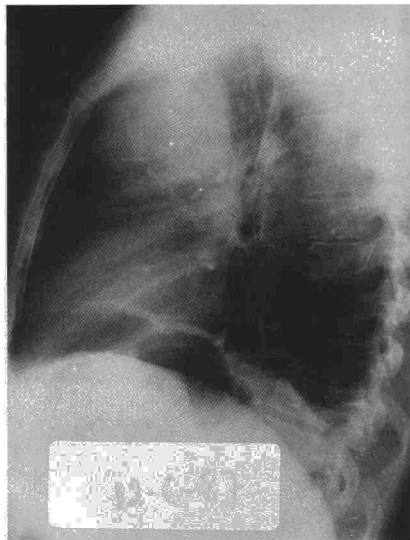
Radiografía posteroanterior y lateral de tórax: Gran masa localizada en mediastino anterior. Elevación de hemidiafragma izquierdo.
